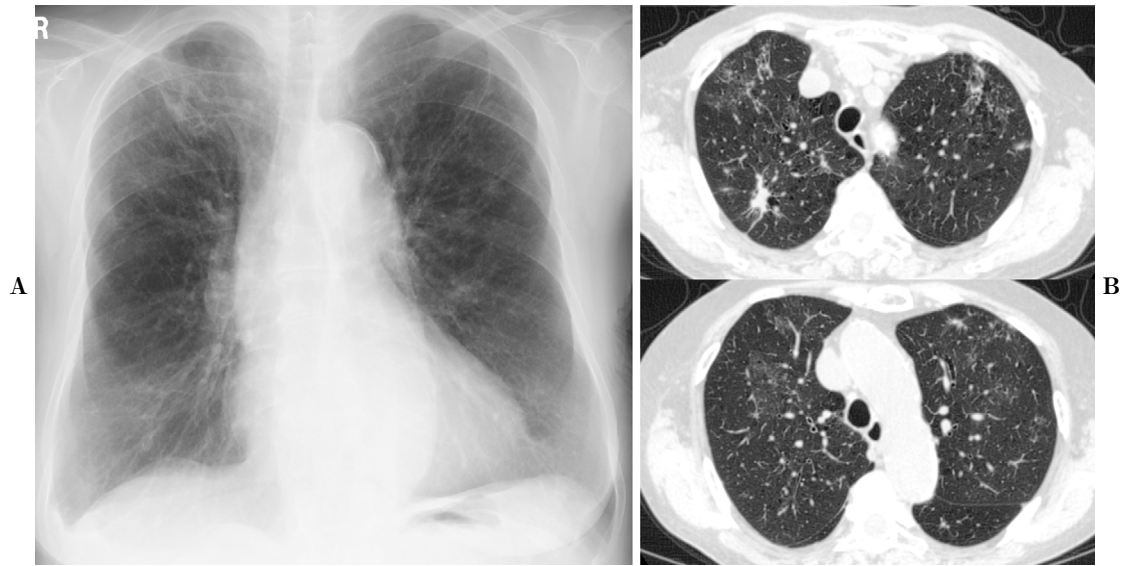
Chest roentgenography (A) and chest computed tomography (B) at 2 weeks after the withdrawal of osimertinib and the initiation of PSL therapy revealed that the ground-glass opacities had improved.
